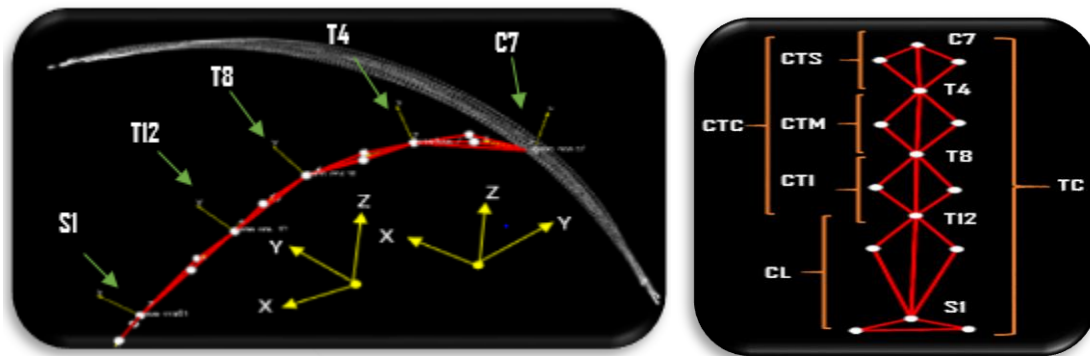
Sistema de referencias de C7, T4, T8, T12 Y S1 en la maniobra de flexión vista del plano sagital y la trayectoria del movimiento (figura izquierda). Representación del modelo cinemático de tronco (figura derecha). CTS: Columna Torácica Superior; CTM: Columna Torácica Media; CTI: Columna Torácica Inferior; CL: Columna Lumbar; CTC: Columna Torácica Completa y TC: Tronco Completo.
